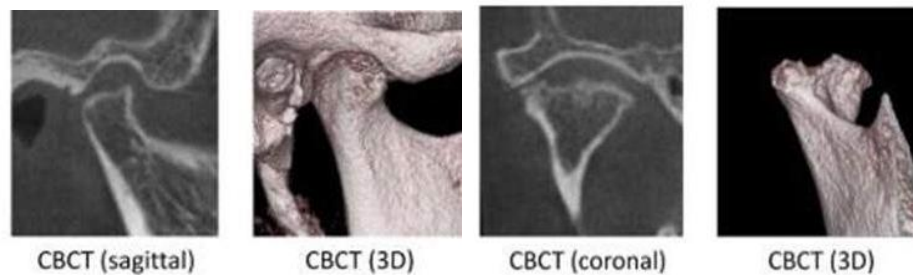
3 Gambaran CT-scan
